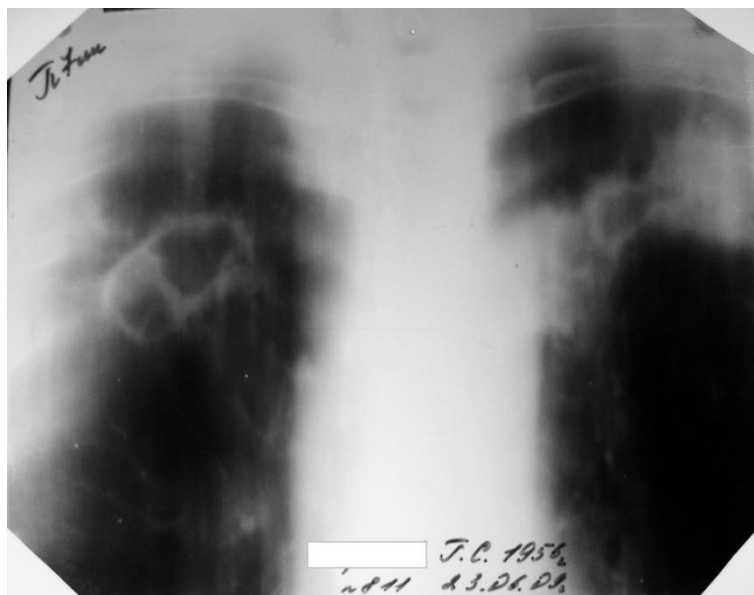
Томограмма легких больного Д. при поступлении. Справа в S1,2 определялась каверна до 4,0 см, слева в S1-2 до 2,5 см в диаметре с инфильтрацией вокруг и очаговым обсеменением.
